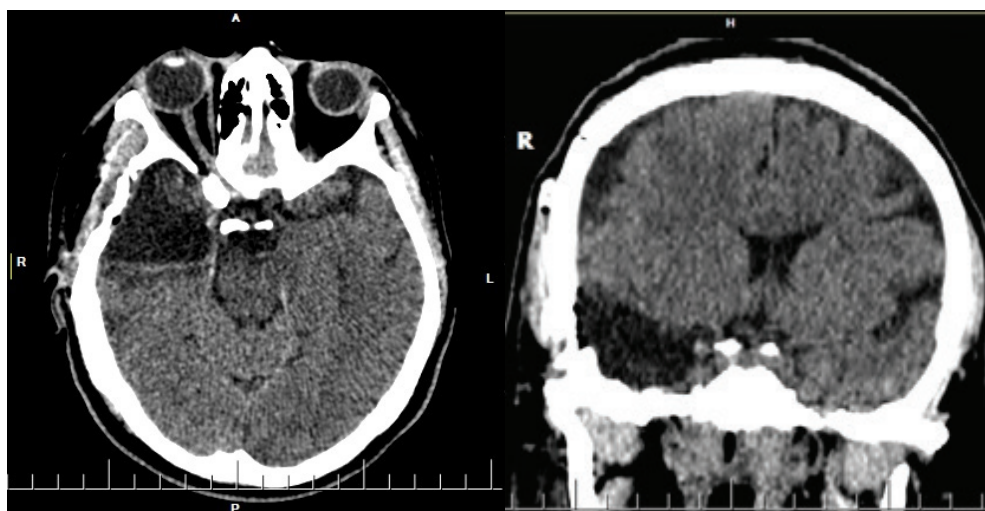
Спиральная компьютерная томография (СКТ) головного мозга.
